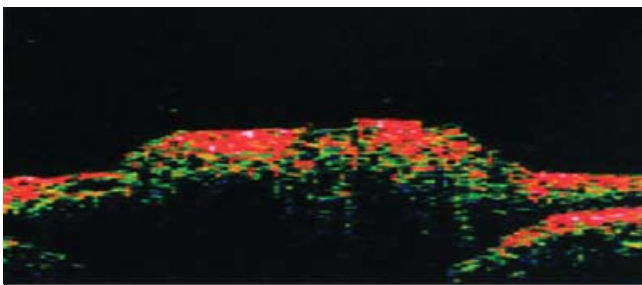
Tomografía de coherencia óptica (OCT) en que se observa zona anular de tejido y excavación peripapilar del EPR adyacente al nervio óptico.
